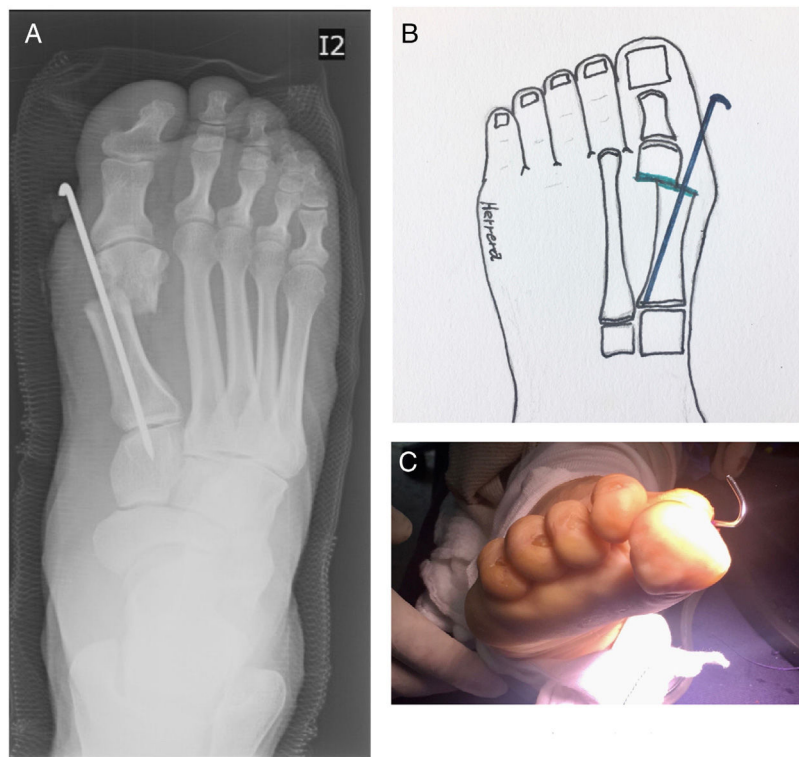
Resultado Postoperatorio de la Osteotomía de Bösch: (A) Radiografía Antero - Posterior, (B) Representación esquemática de la osteotomía de Bösch y su fijación, (C) Recuperación del Arco plantar longitudinal distal del Antepié.
